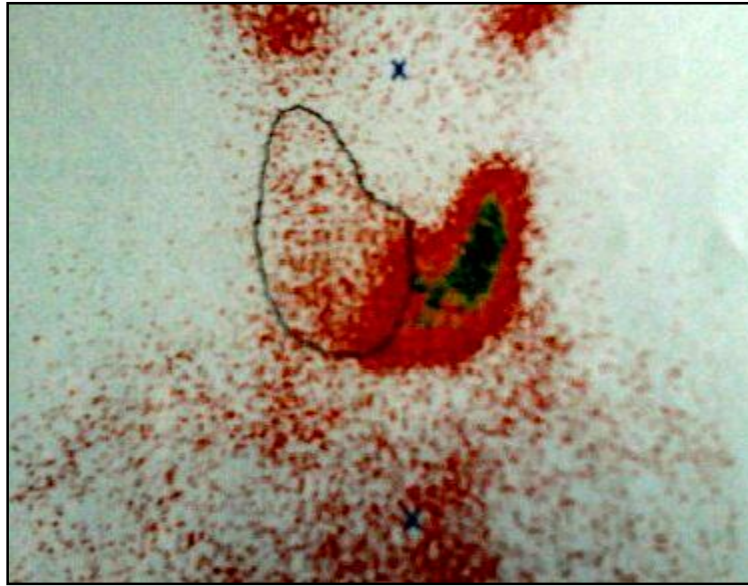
la scintigraphie du patient montrant un gros nodule froid toto lobaire droit, avec une bonne captation thyroïdienne.
